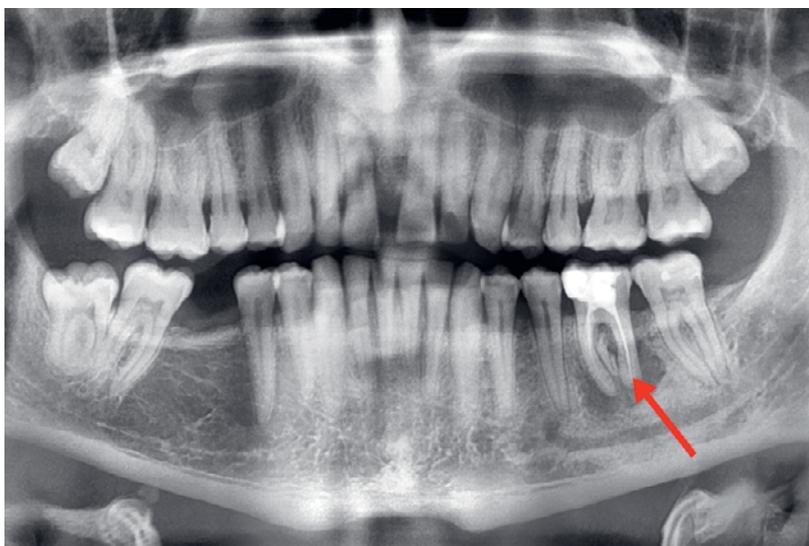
Orthopantomographie mit Darstellung der ausgedehnten apikalen, paradikulären Osteolyse (Pfeil).
